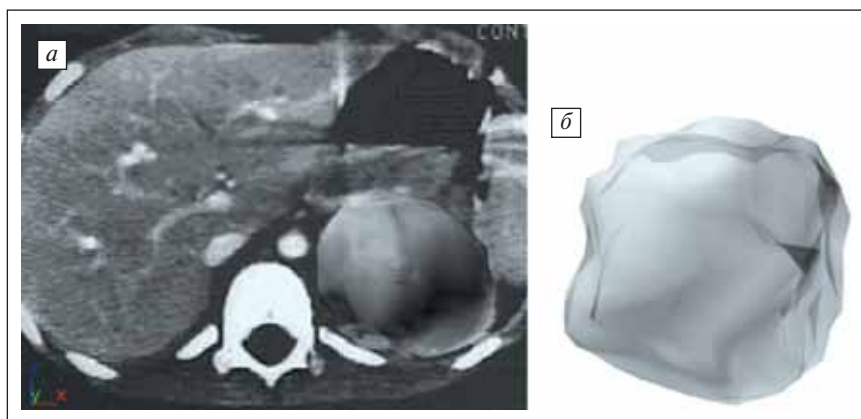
Ограниченное гетерогенное образование левого надпочечника с зонами некроза — ганглионейробластома (КТ): а — общий вид; б — трехмерное изображение опухоли, развернутое на 110°
